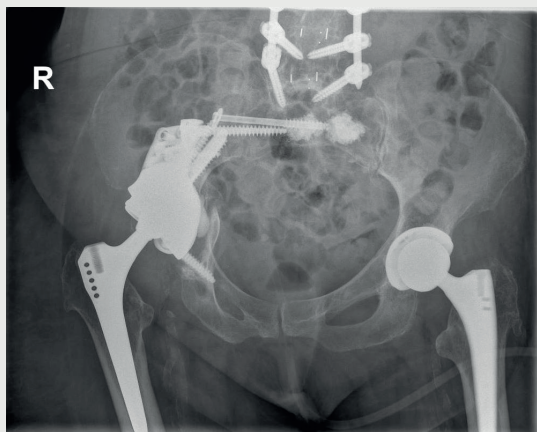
Endgültiges Resultat in der postoperativen Röntgenkontrollaufnahme, nach Rekonstruktion mit individuellem Beckenteilersatz und belastungsstabiler Verankerung mittels modularem Darmbeinzapfen und Schraubenfixation.
